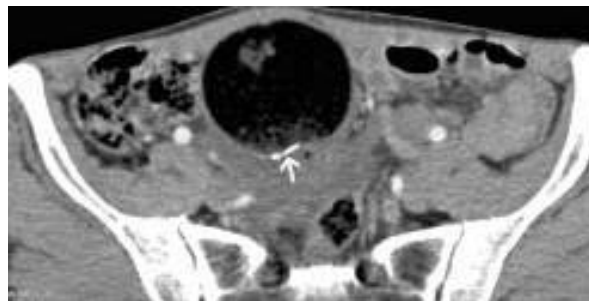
Coupe TDM axiale sans injection (51).
